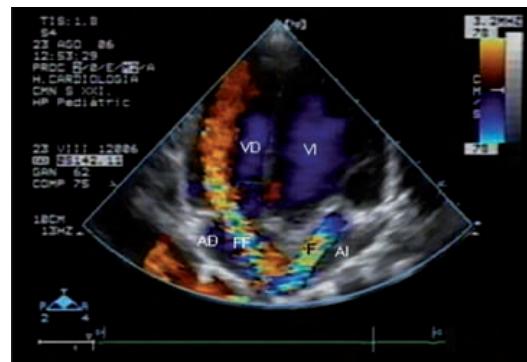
Ecocardiograma Doppler color. Proyección “4 cámaras”. Se observa el flujo turbulento en parte de la fistula y el flujo anormal que se vacía en la aurícula derecha. El flujo de la fistula llega hasta el ventrículo derecho
